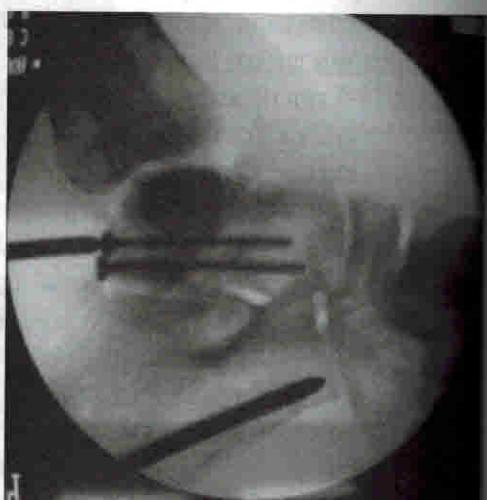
а. Рентгенологический контроль
